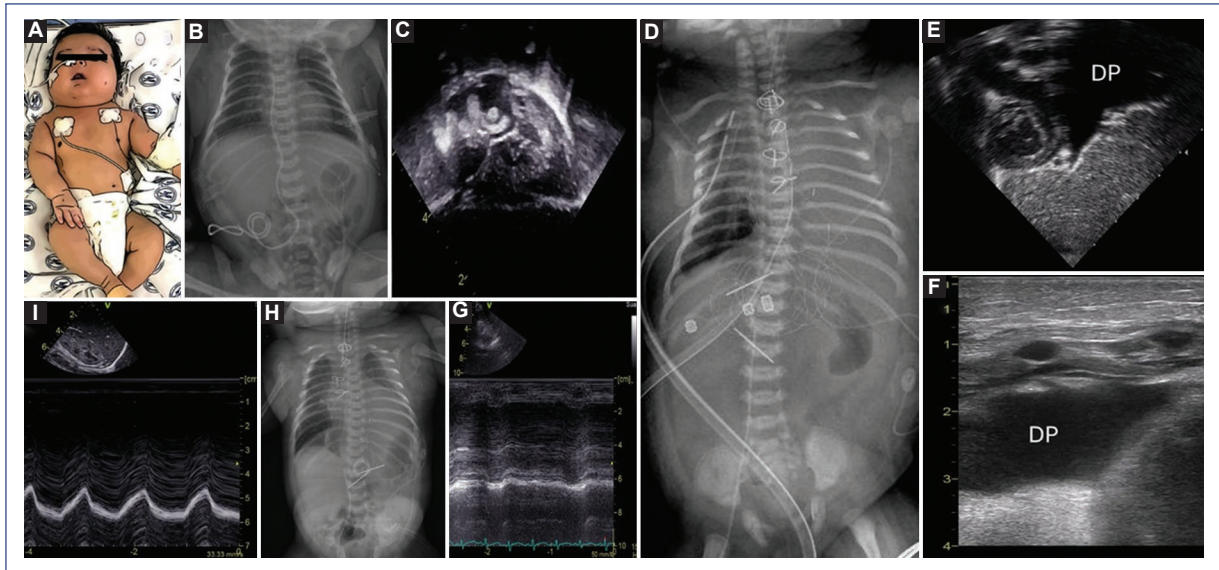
Vista transdiafragmática y excursión diafragmática. A: neonato con fetopatía diabética. B: catéter umbilical profundo que generó trombo biauricular demostrado en ecocardiograma (C). D: RT tras realizar trombectomía, encontrando como complicación inicial tórax blanco izquierdo. E: vista transdiafragmática izquierda por ultrasonido que demuestra DP. F: UP longitudinal que demuestra DP. G: tras recuperarse del posquirúrgico se mostró disminución de la movilidad del diafragma del lado izquierdo, que se comprueba con una excursión diafragmática izquierda de 2 mm, diagnosticándose paresia. H: RT correspondiente que demuestra elevación del hemitórax izquierdo. I: excursión diafragmática derecha normal. DP: derrame pleural; RT: radiografía de tórax; UP: ultrasonido pulmonar.
